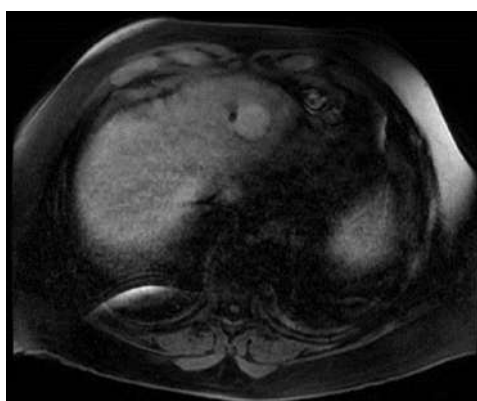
Resonancia magnética hepática con contraste dinámico. Lesión de hepatocarcinoma en lóbulo hepático izquierdo.
